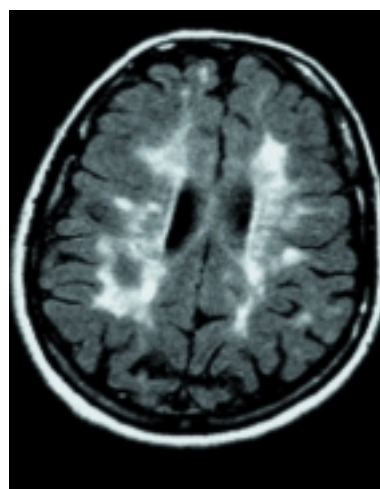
Coupe axiale en séquence FLAIR. Le LCR apparaît en noir. Noter la lésion corticale frontale antéro-interne droite.
